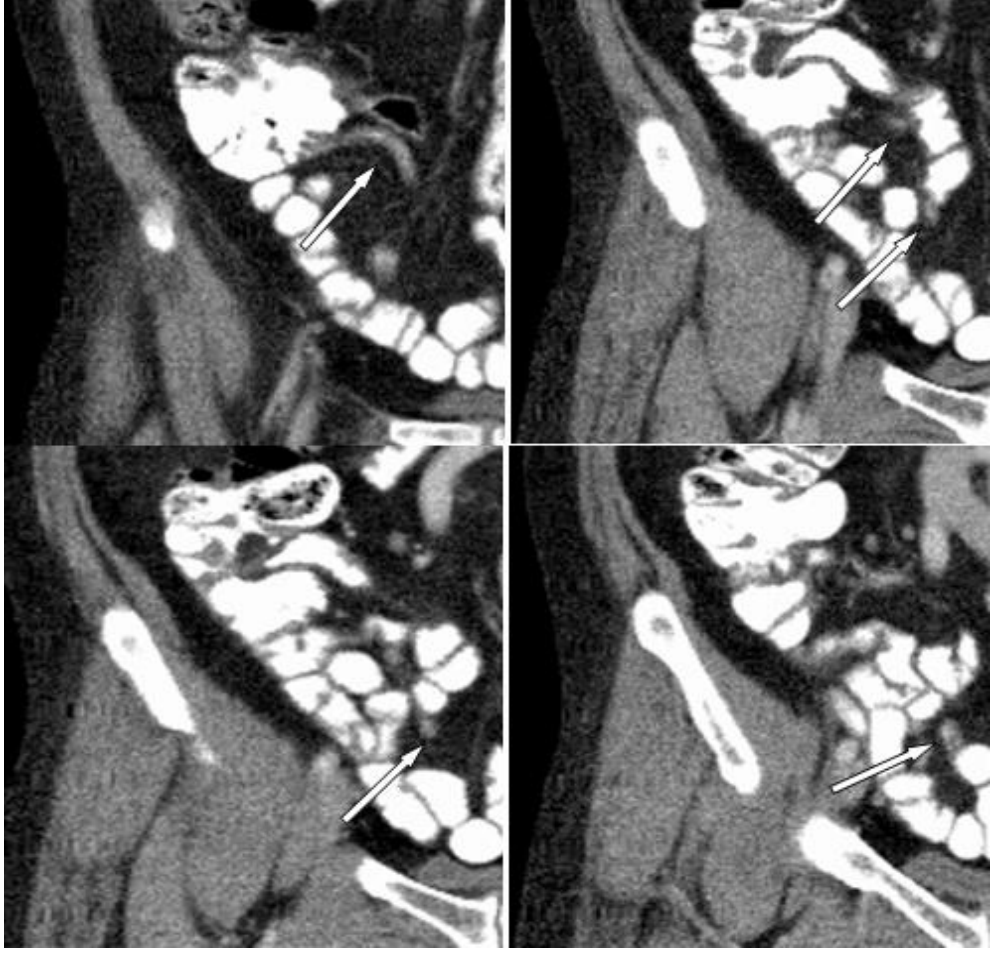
BKİ 31,7 olan hastanın İV ve oral kontrastlı aksiyel BT görüntülerinde retroçekal apendiks
